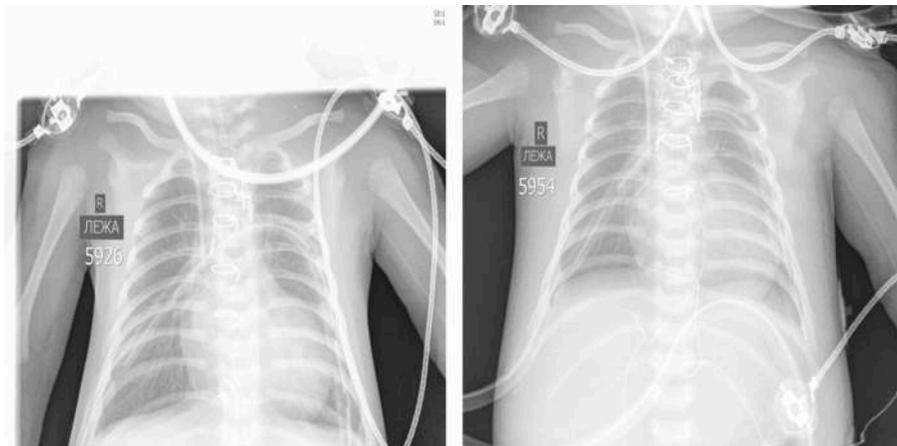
Обзорная рентгенография органов грудной клетки:
